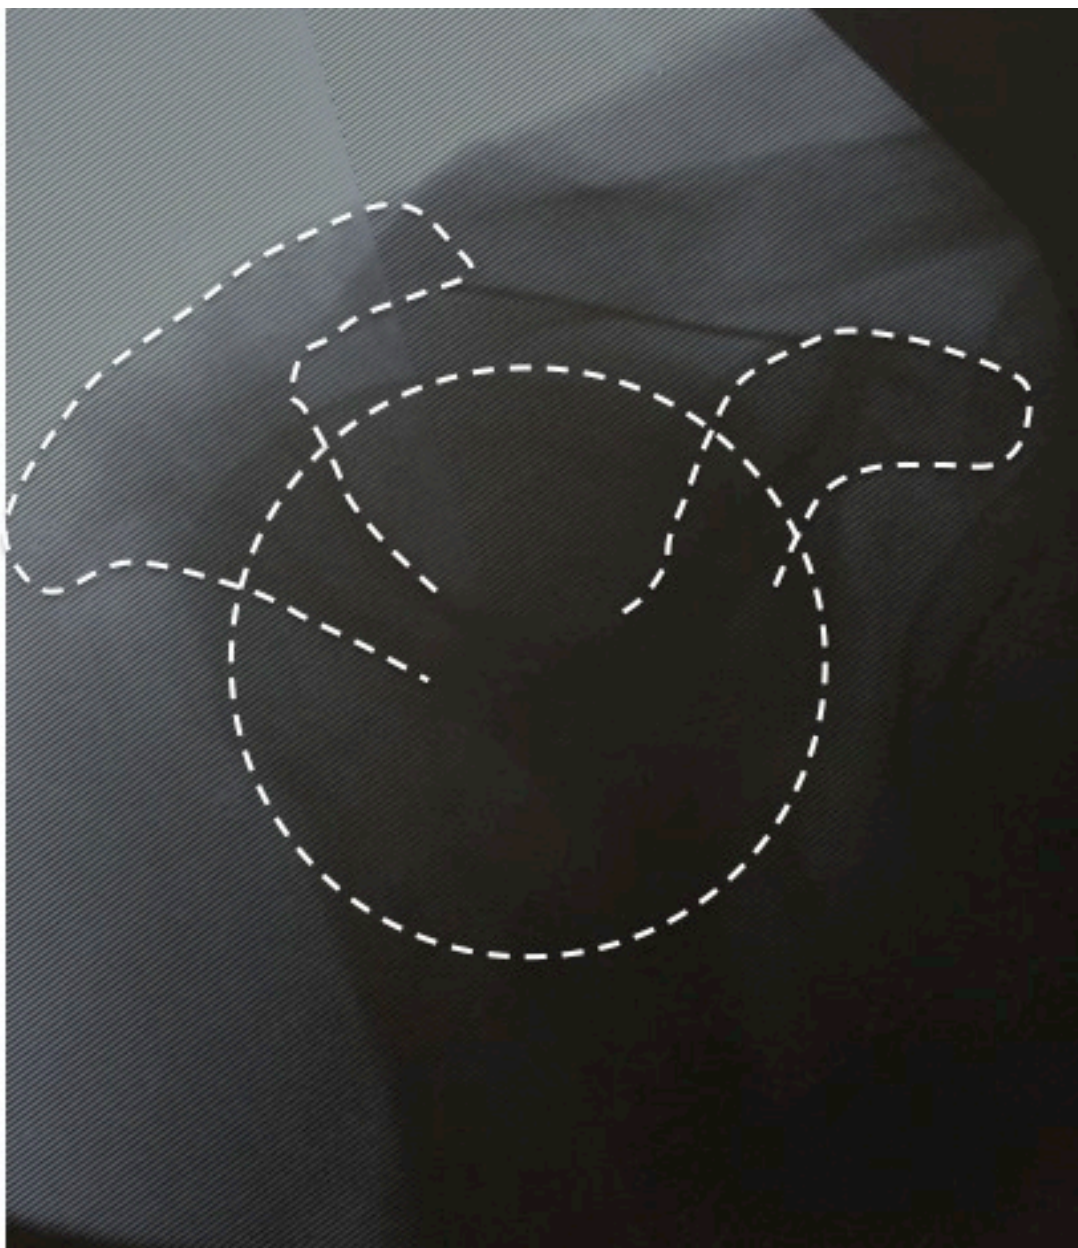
Radiographie de profil de Lamy sur pièce anatomique avec repérage du LAC
